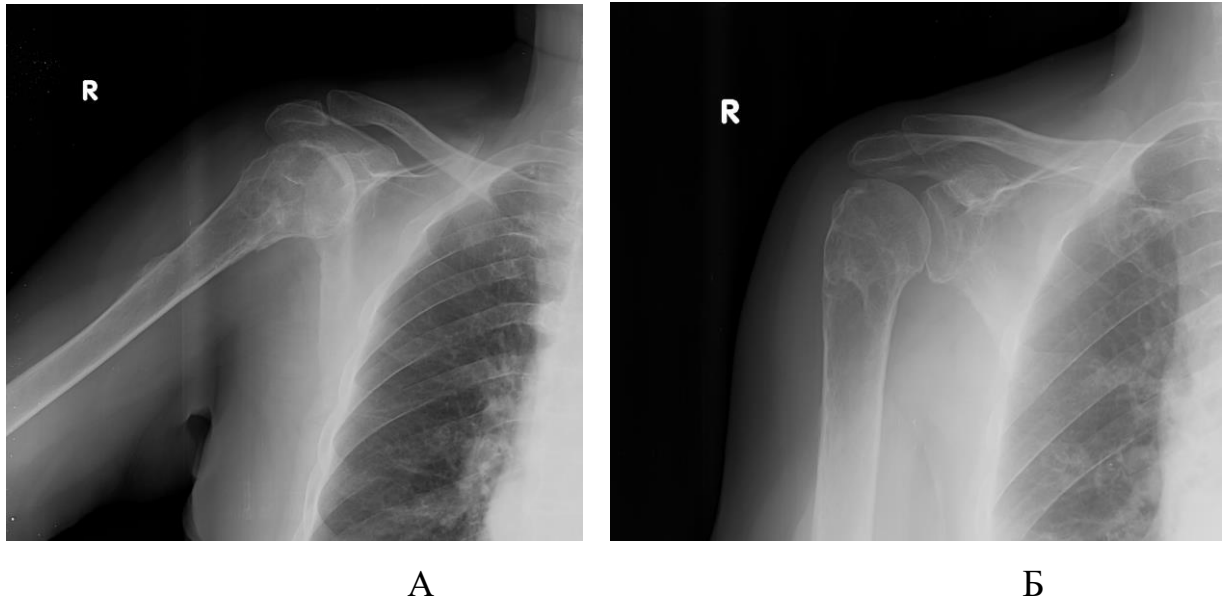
Контрольная рентгенография пациента С. через 18 месяцев после остеосинтеза в аксиальной проекции (А) и прямой проекции (Б)
